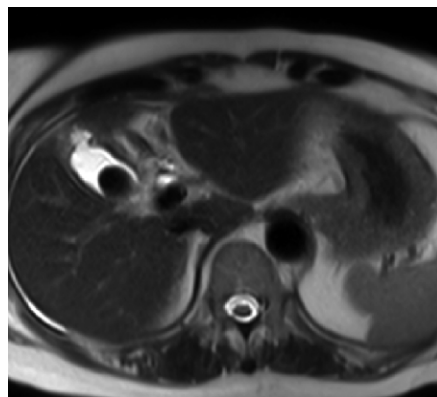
62 岁女性患者 MRI 检查所见(T_2WI 显示胆囊壁弥漫性增厚,胆囊底部黏膜中断溃疡形成,胆囊内可见结节状结石)
